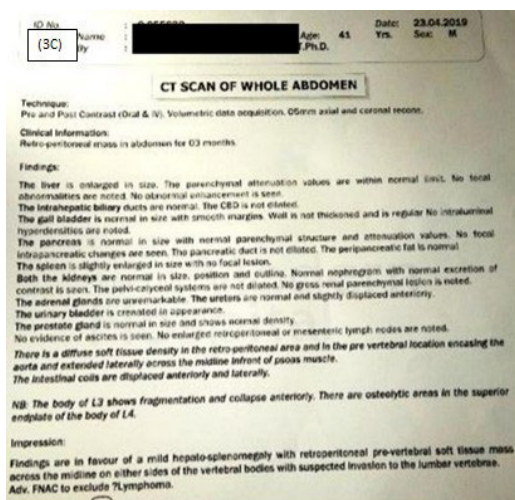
3A) și 3B) Ecografii (5/3/2019). 3C) Scanarea CT (23/4/2019) a abdomenului în timpul tratamentului convențional (chimioterapie). Constatări: Tumora a persistat în timpul tratamentului și invazia vertebrelor lombare de către tumoră.
